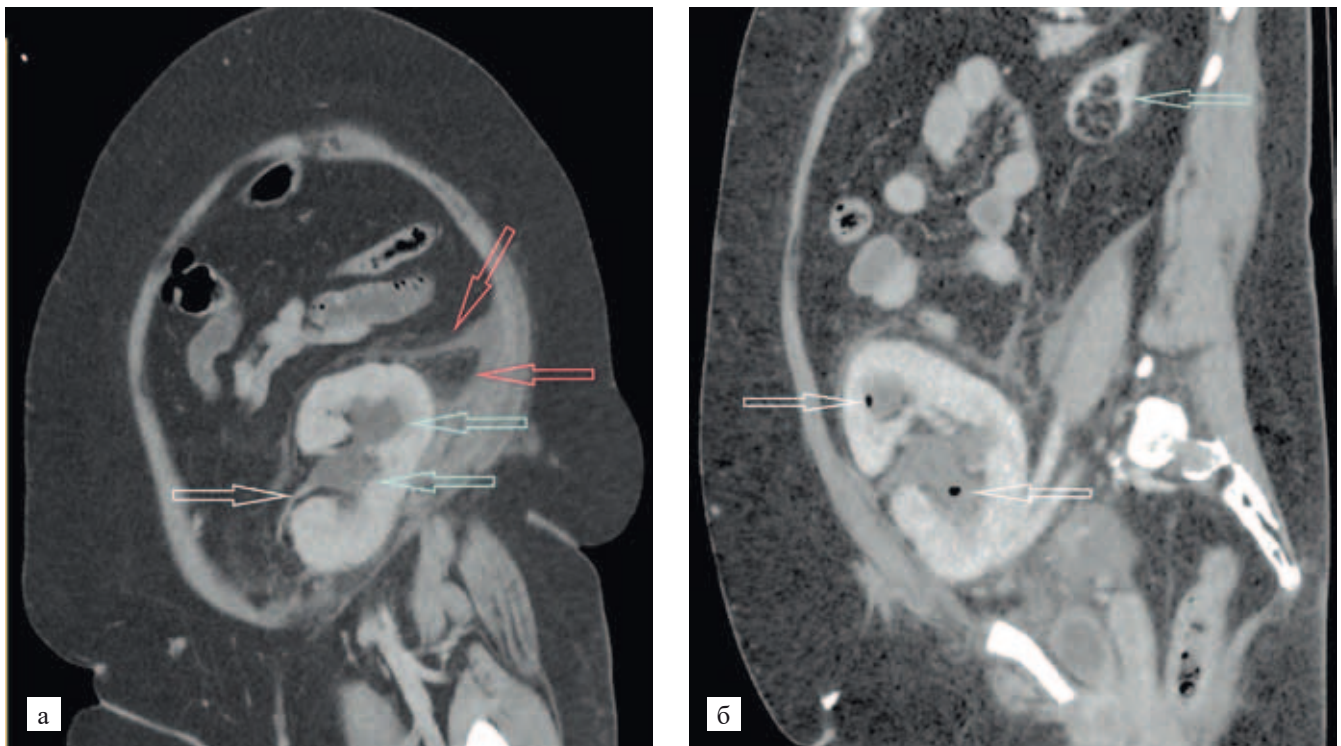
МСКТ органов брюшной полости и малого таза с в/в контрастированием, венозная фаза: а – сагиттальная проекция: пузырьки газа в чашечках ПТ (стрелка), сморщенная почка (голубая стрелка); б – реконструкция в косой проекции: сужение в области лоханочно-мочеточникового сегмента (стрелка), расширенные чашечки (голубая стрелка), отек клетчатки вокруг ПТ (красная стрелка)
